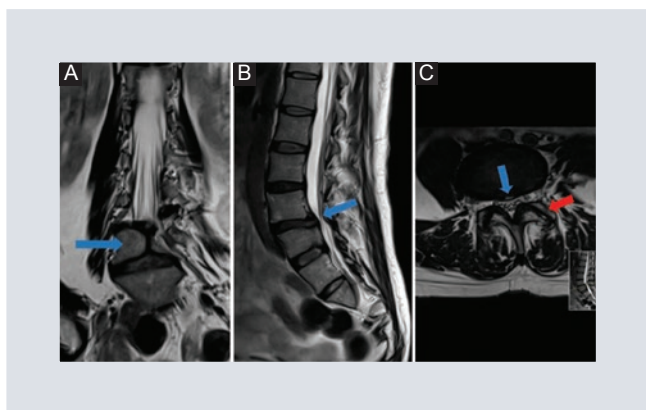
Resonancia magnética de columna lumbar. A: en el plano coronal. B: sagital. C: axial. Potenciadas en T2. A: defecto de fusión de L5, con morfología en «mariposa» (flecha azul). B: anterolistesis de L4 sobre L5 (flecha azul). C: protrusión central del disco con desgarro concéntrico del anillo fibroso en L4-L5 (flecha azul) e hipertrofia con sinovitis de las articulaciones facetarias (flecha roja).
